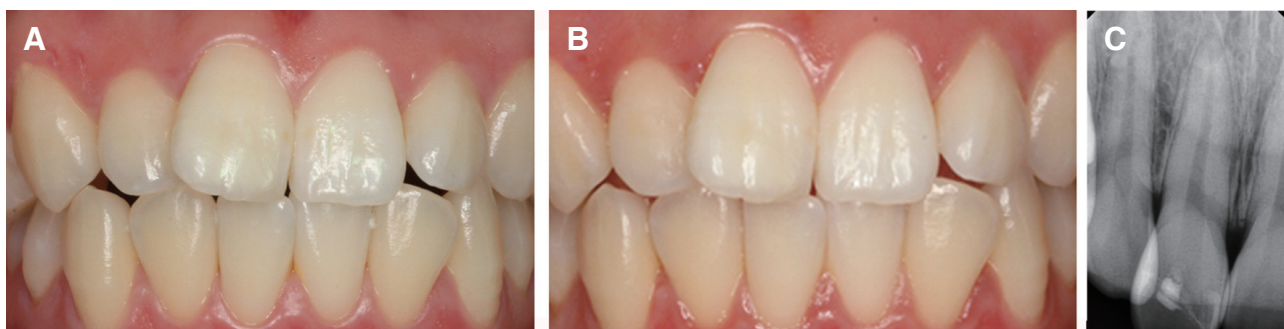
Postoperative images of Case A: (A) 1 week follow-up. Resin restoration of the fractured incisal edge, (B) Photographic image at 30 months follow-up, (C) Radiographic image at 30 months follow-up.
